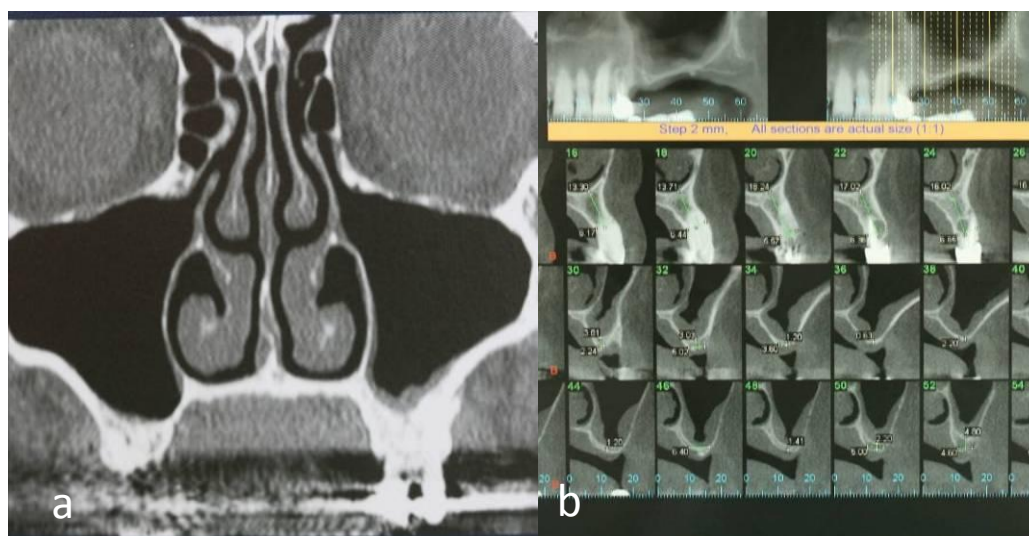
5. CT convenţională: simetria sinusurilor maxilare şi câmpul chirurgical vast (a); secţiuni de CT cu membrana sinuzală şi morfologia osoasă (b).
